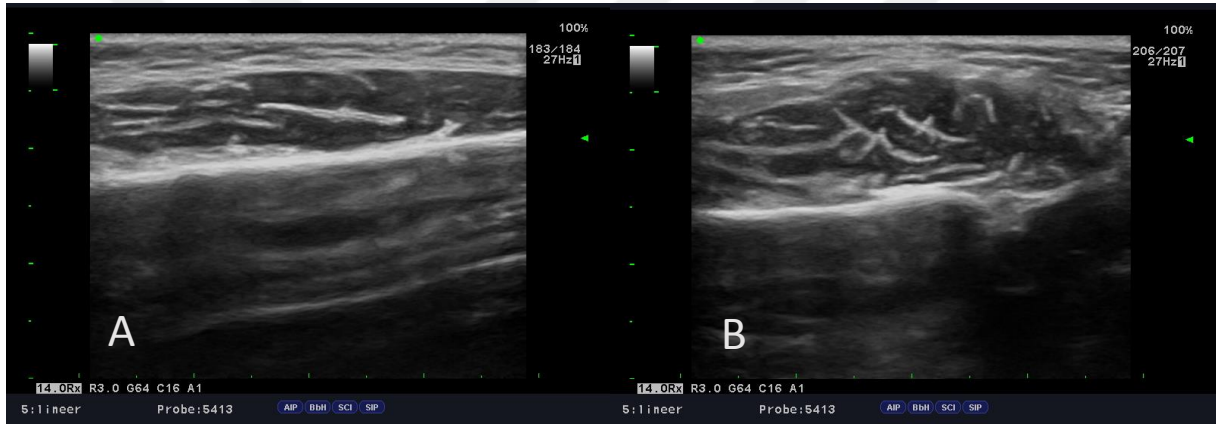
Ultrason Ölçümü
